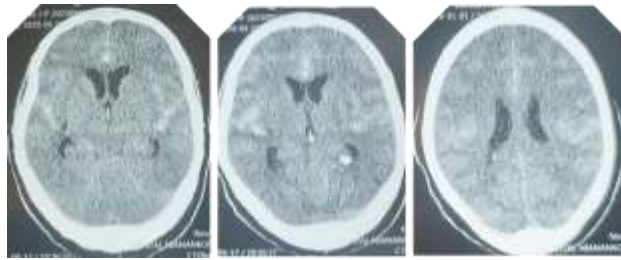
TDM cérébrale de la patiente montrant une hémorragie méningée grade 3 de Fisher
